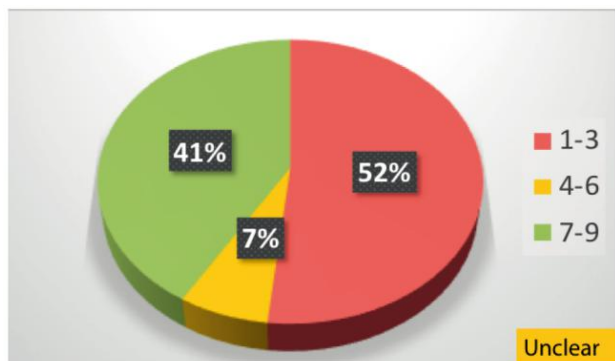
德尔菲法: 有必要对症状高度提示 CRS 且内镜检查粘膜异常的患者在耳鼻喉科 / 二级医疗初次就诊时进行鼻窦 CT 检查么?
